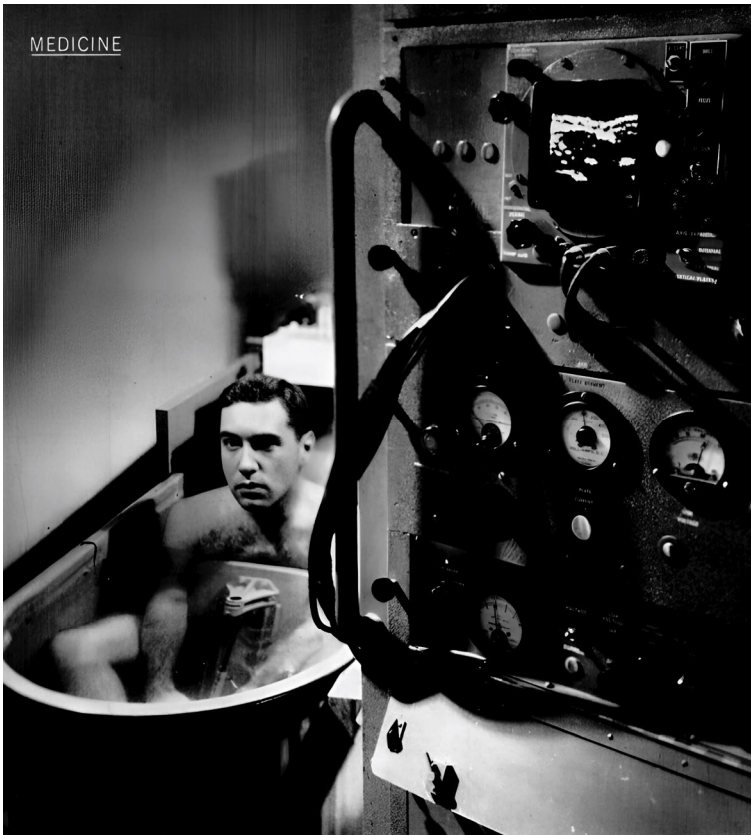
Teammitarbeiter Gerald J. Posakony im sonographischen Wasserbad. Der Fokus der Inszenierung liegt auf dem Somascope.
